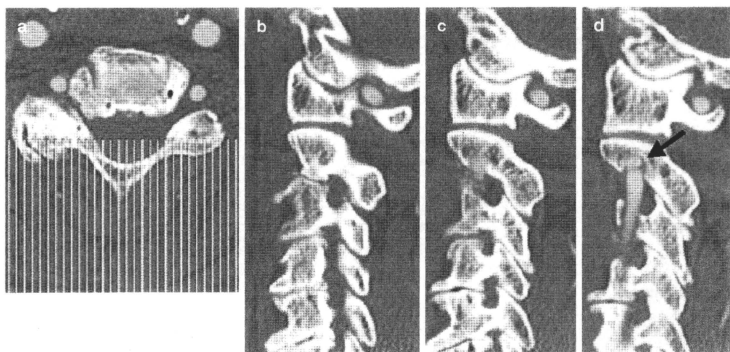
CT angiography 矢状断像による High-riding VA の評価
